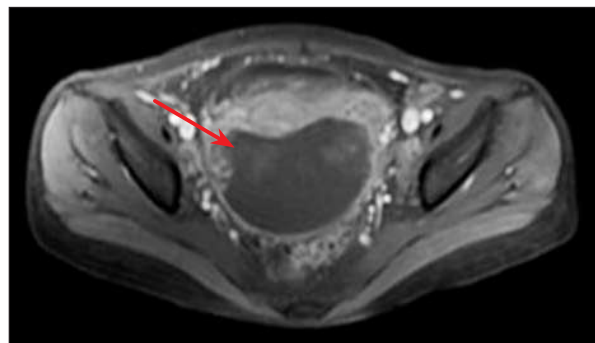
Resonancia magnética nuclear de pelvis. Lesión con intensidad de señal mixta predominantemente quística, con componente sólido hacia la periferia, de 90 x 70 x 50 mm (flecha).
